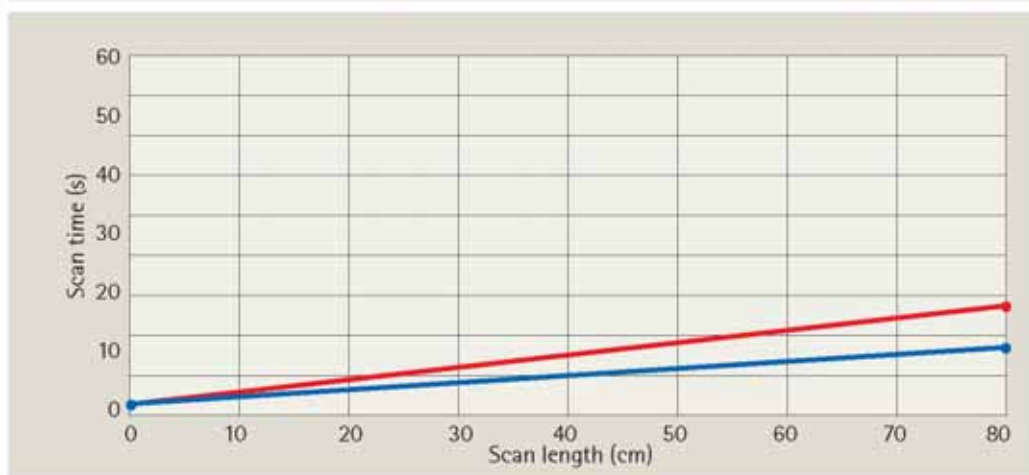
Вверху: Кривые DLP с использованием 16 x 1 мм и 64 x 0.5 мм. Внизу: Общее время сканирования обеих систем показывает, что 64-срезовый МСКТ имеет меньшее время сканирования по сравнению с 16-срезовым при увеличении протяжённости сканирования
